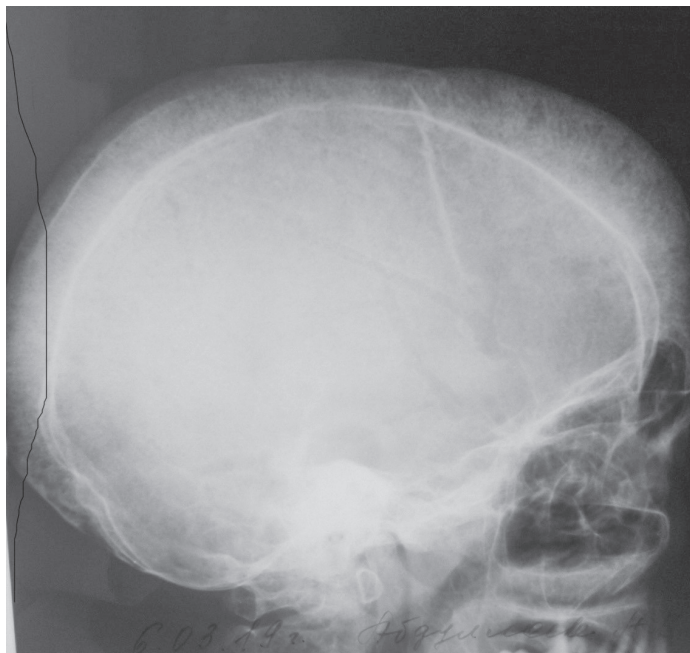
Рентгенограмма черепа пациентки А. 43 года (боковой снимок). Выраженный остеопороз костей черепа («прозрачные» кости черепа), симптом «щетки»
